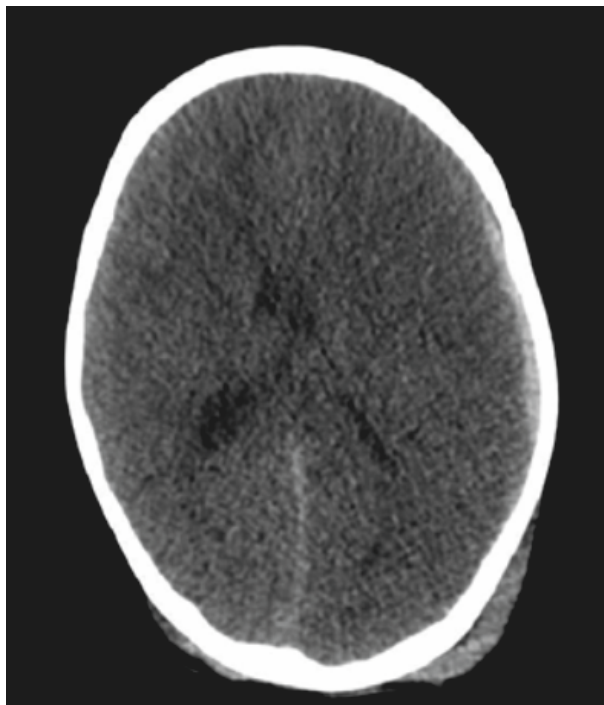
En la TC se puede observar hematoma subdural fronto-parieto-temporal izquierdo con desplazamiento de la línea media de 6 cm y datos de edema cerebral difuso.
